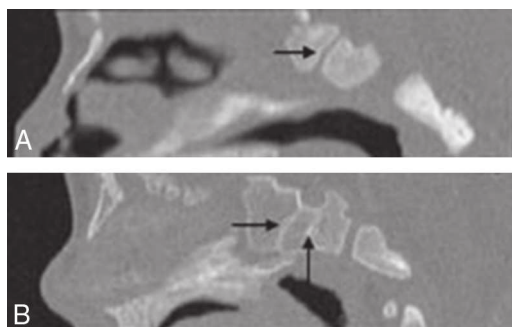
Synchondroses intrasphénoïdales. Tomodensitométries (TDM), reconstructions sagittales.
